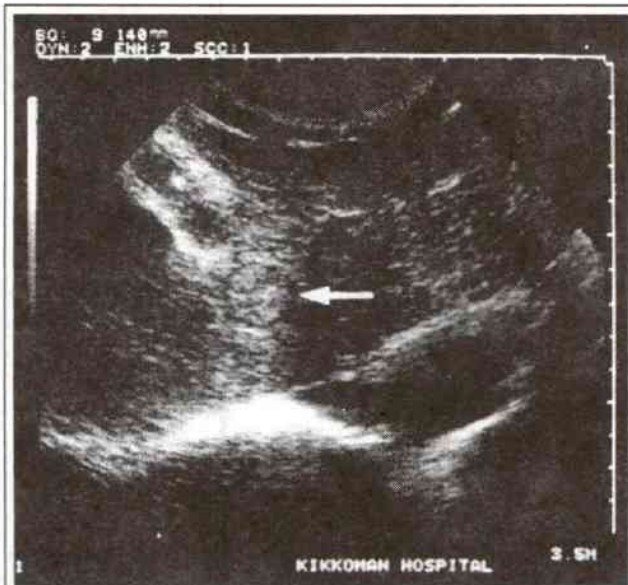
Ultrasound finding of a 2 cm HCC. Note the surrounding hypoechoic rim (arrow).
